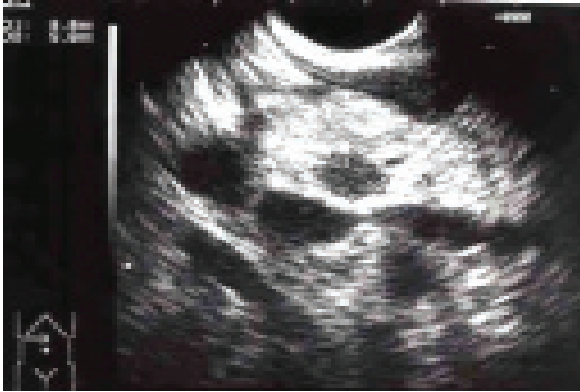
Imagem ecoendoscópica de diminuto (0.8 cm) nódulo localizado no corpo do pâncreas de paciente com suspeita clínica de insulinoma. TC e RM negativas na identificação do insulinoma.
